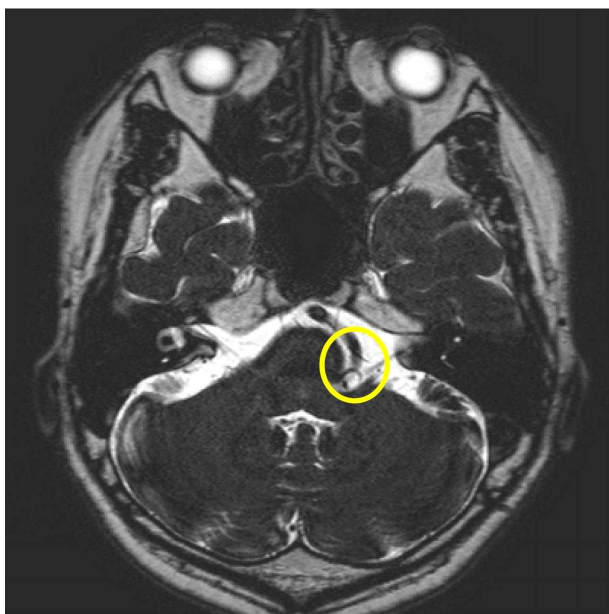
Preoperative brain MRI. Preoperative brain MRI revealed a possible approximation of left anterior inferior cerebellar artery and/or vertebral artery with a left facial nerve at the root exit zone (yellow circle).
